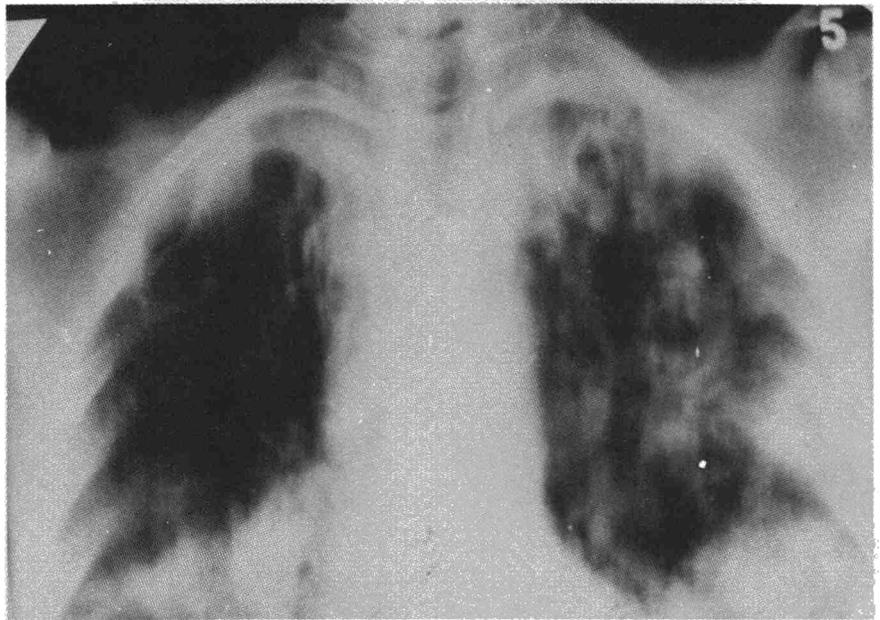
Tomografía inicial.
